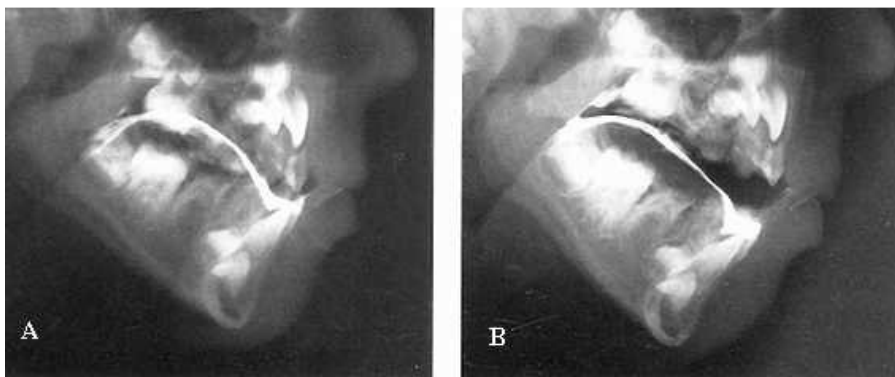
radiografías de la oclusión, muestran la profusión lingual
